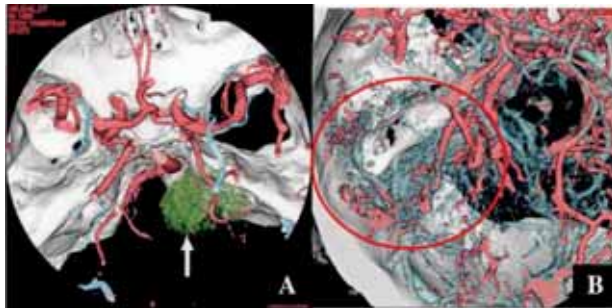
The fused images of arterial-phase 3D-CTA and venous-phase 3D-CTA of right vertebral schwannoma (A) and left occipital glioblastoma multiforme (B), superior views, demonstrate a homogeneously enhanced tumor (arrow) and a heterogeneously enhanced tumor (circle).
